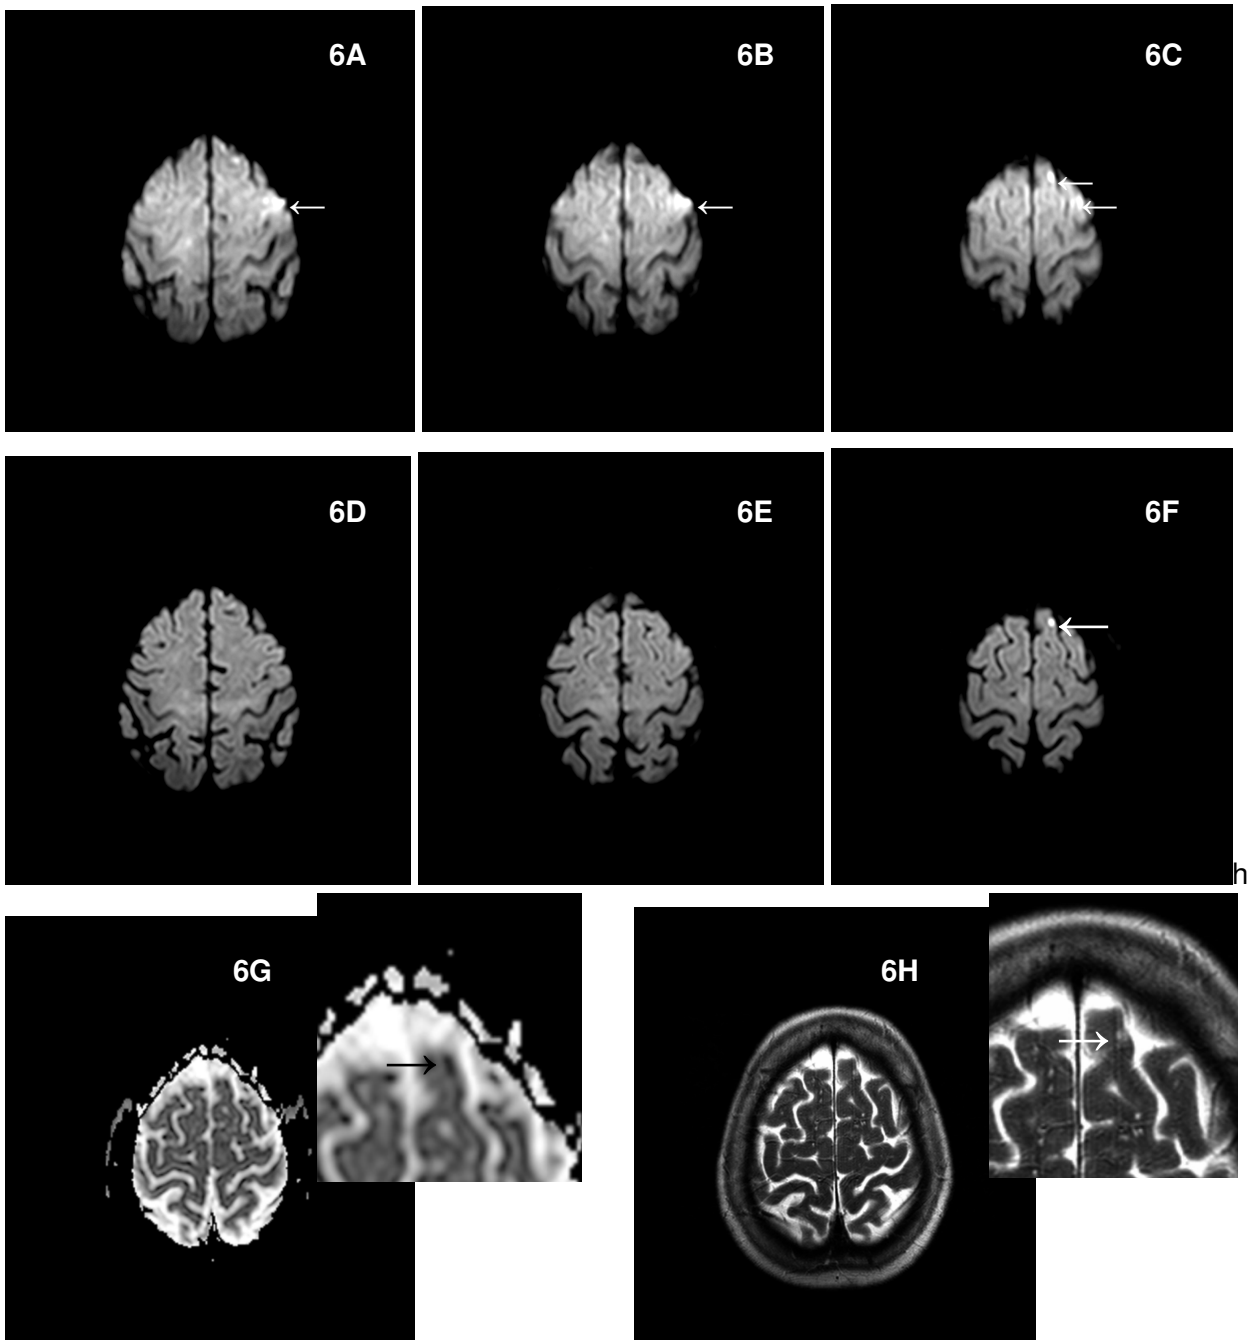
Transversale single-shot DW-MRI bei 3.0T einer 67-jährigen Frau mit mikroembolischen ischämischen Insult zeigt in der konventionellen Bildgebung (A-C, 4283/79) diffuse Signalintensitätsanhebungen links verursacht durch Suszeptibilitätseffekte, die zur falsch positiven Diagnose führten. Die fälschlicherweise als ischämische Läsion gedeuteten Suszeptibilitätsartefakte sind in der entsprechenden Diffusionsbildgebung mit SENSE (3141/69, Reduktionsfaktor von 3) in D, E und F nicht zu sehen. Dafür ist in F eine ischämische Läsion links frontal sichtbar, die in der zugehörigen ADC-Karte (G) als solche bestätigt werden kann. Auch in der T2-gewichteten turbo spin-echo MR-Bildgebung (H) ist diese ischämische Läsion dargestellt. Vergleicht man die gleichen Schichten C und F der Bildgebung ohne und mit SENSE, so kann man die ischämische Läsion, die in F deutlich sichtbar ist, in C wieder finden. Sie wird aber durch die Suszeptibilitätsartefakte überlagert und wurde deshalb auch übersehen.
